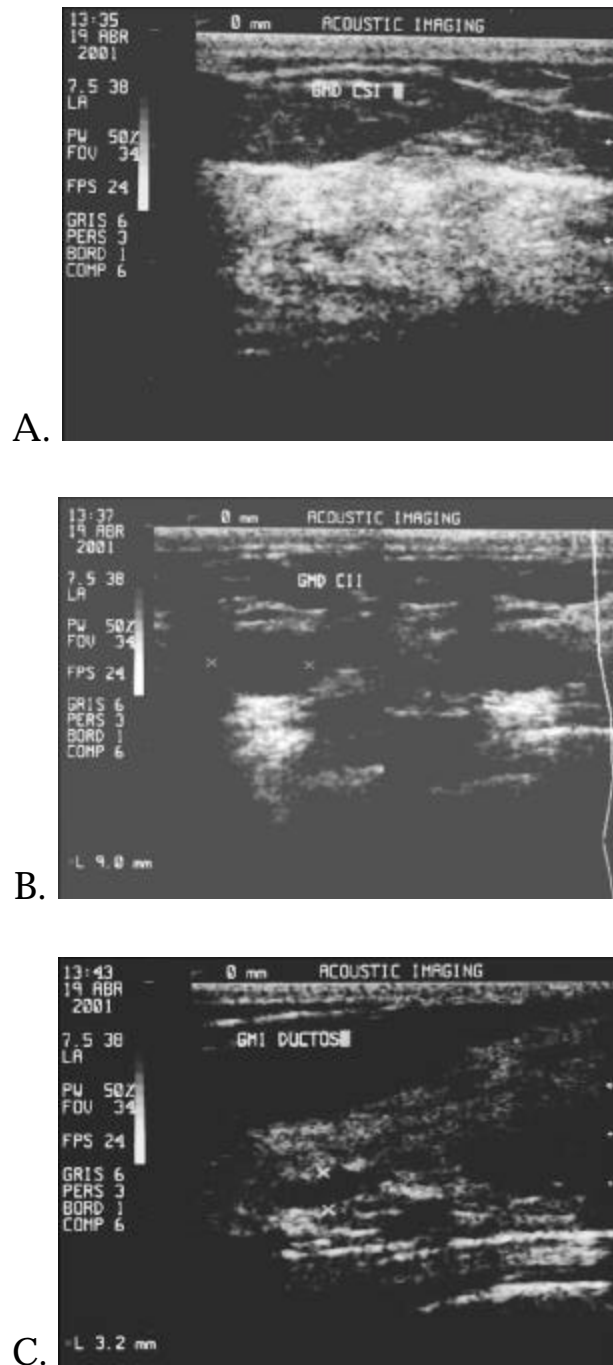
Ultrasonido. A. Mama densa. Se aprecia abundante tejido parenquimatoso y conectivo debajo del tejido celular subcutáneo, y por encima de la fascia pectoral. B. Quiste simple muy bien definido. C. Ductos ectásicos fácilmente evaluables.
